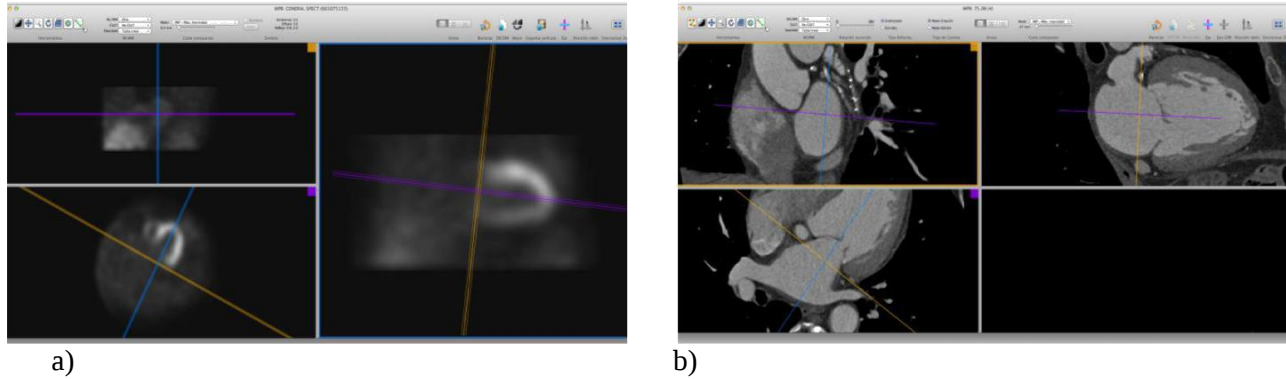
Imágenes SPECT y ATC orientadas en los 3 planos cardiacos con Osirix^R. a) imágenes SPECT, b) imágenes ATC
